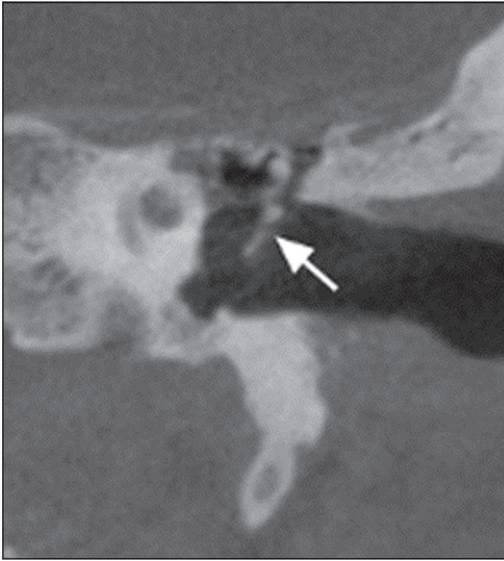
La flecha muestra el rasgo de fractura en el cone beam.
